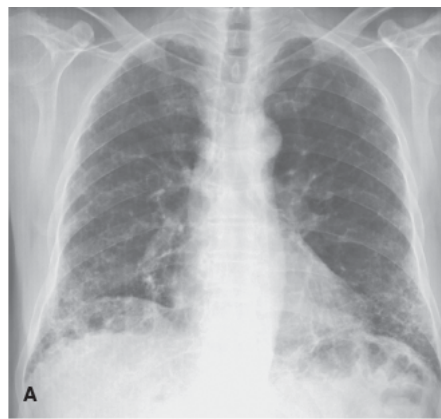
Pneumopatia intersticial. A. Radiografia do tórax na incidência PA evidenciando infiltrado intersticial reticular de predomínio nos campos pulmonares basais, decorrente de pneumopatia intersticial fibrosante crônica. B. Reformatação coronal de tomografia computadorizada do tórax do mesmo paciente mostrando extensas opacidades reticulares e faveolamento.
